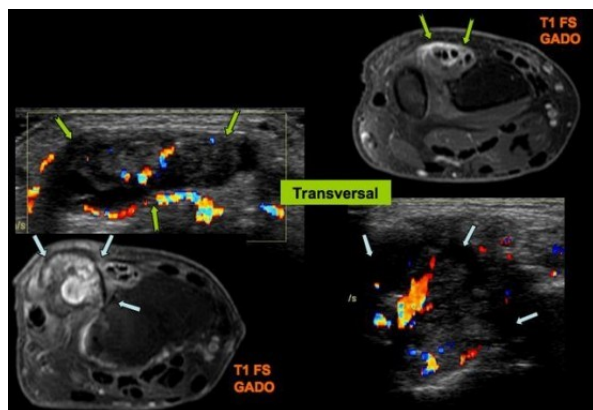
IRM dédiée: Confirmation d'un pannus synovial. Engorgement hypoéchogène avec hyperhémie des tendons extenseurs (→). Hypertrophie synoviale au sein de l'articulation radio-ulnaire distale (⇔).
